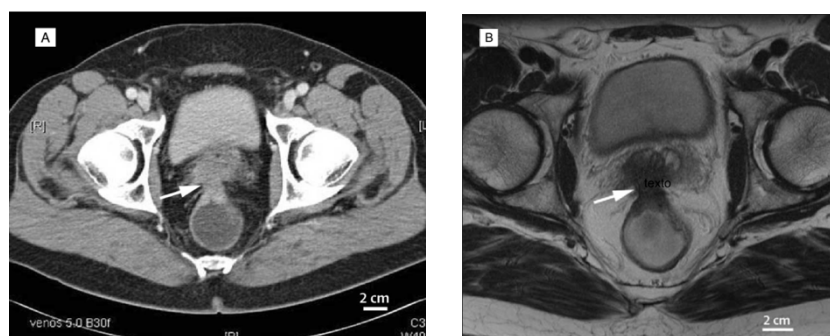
Imagen de una neoplasia de recto avanzada con infiltración prostática (uT4N0) visualizada por TC (imagen A) y por RM (imagen B). En ambos casos, la flecha hace referencia a la infiltración prostática (Weitz J, Koch M y Debus J, 2005).
